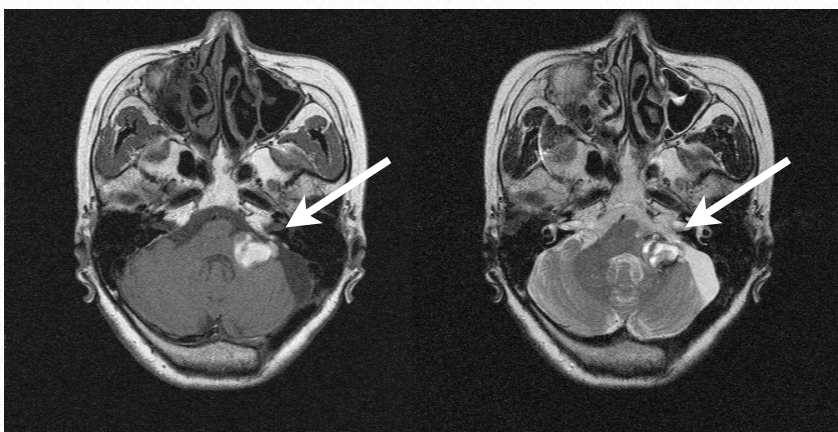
症例5・術前頭部MRI：頭部MRIで左小脳橋角に嚢胞性病巣が認められた。T1WIでは壁が等信号で内容物が高信号であった。T2WIでは壁は津強い低信号と等信号を呈し、内容は高信号と等信号を呈していた（→）。
